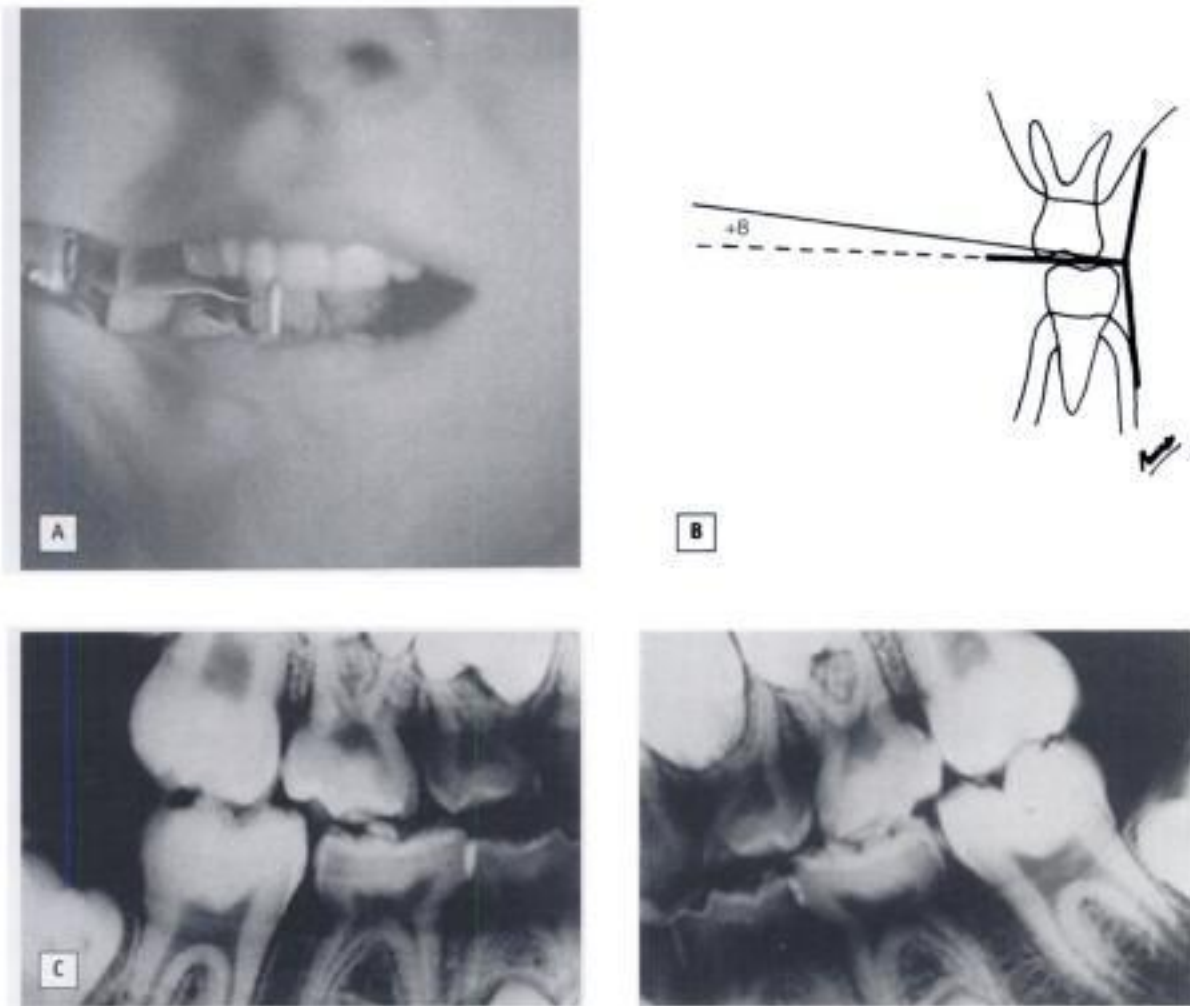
Radiografía interproximal. A) Colocación de la película en la boca. B) Sujeción y ángulo de proyección. C) Radiografías.
